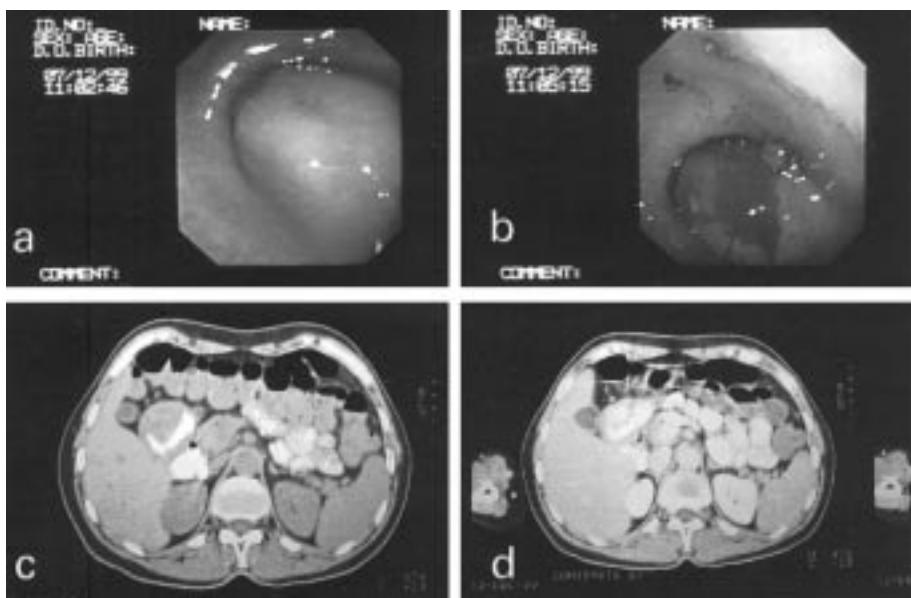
a) Endoscopia digestiva alta: tumoreación submucosa antral. b) Con ulceración antral. c) y d) TC: lesión submucosa antral sin y con contraste i.v.: captación precoz.
